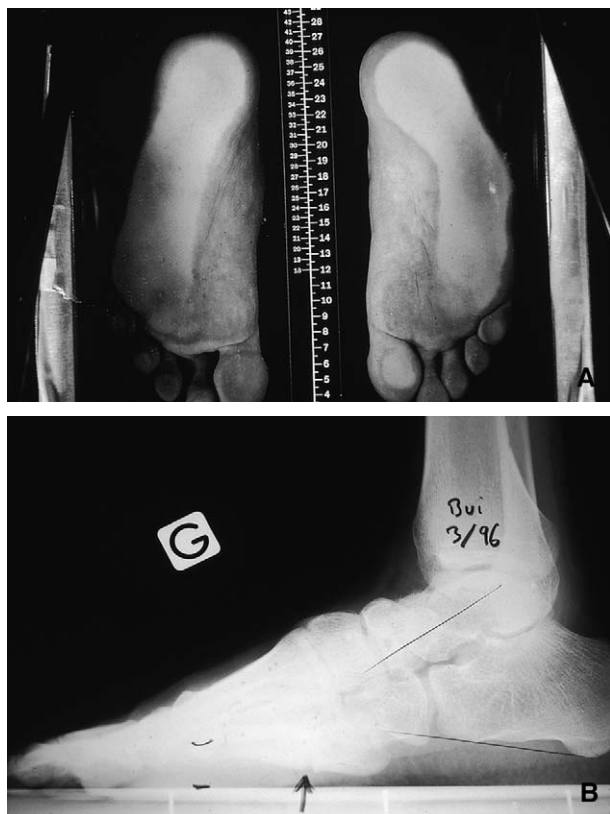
Fracture de fatigue du cinquième métatarsien chez un garçon présentant une adduction et une supination de l'avant-pied séquentielles d'un pied bot varus équin (A). Aspect radiographique (B).
